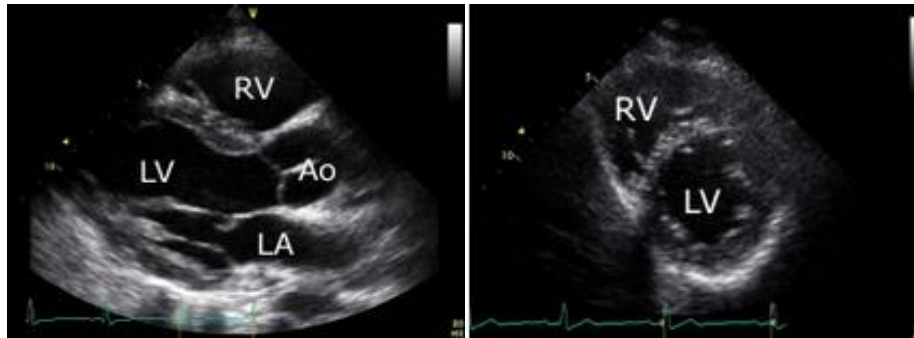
Parasternale Anlotung; Darstellung mit Druckerlaubnis übernommen von Mereles (2018a), verfügbar unter <http://www.echobasics.de/tte.html> [10.04.2018].
